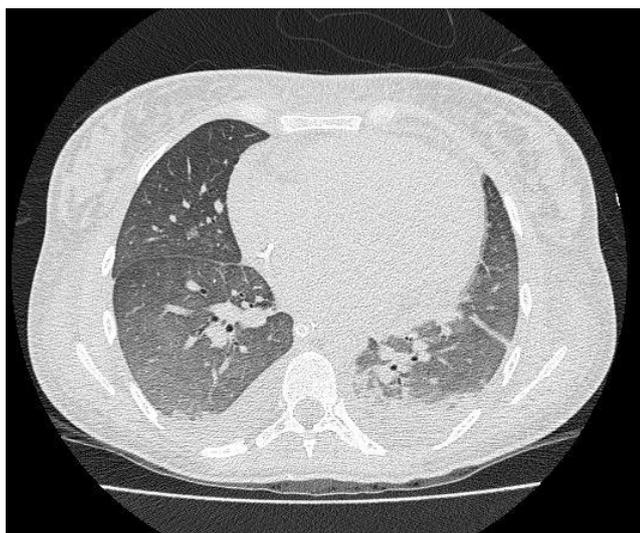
Corte de TC do tórax. In Soeiro A.M., Bergamin F.S., Almeida M.C., Junior C.V., Falcão B.A.A., Ganem F. [14].
